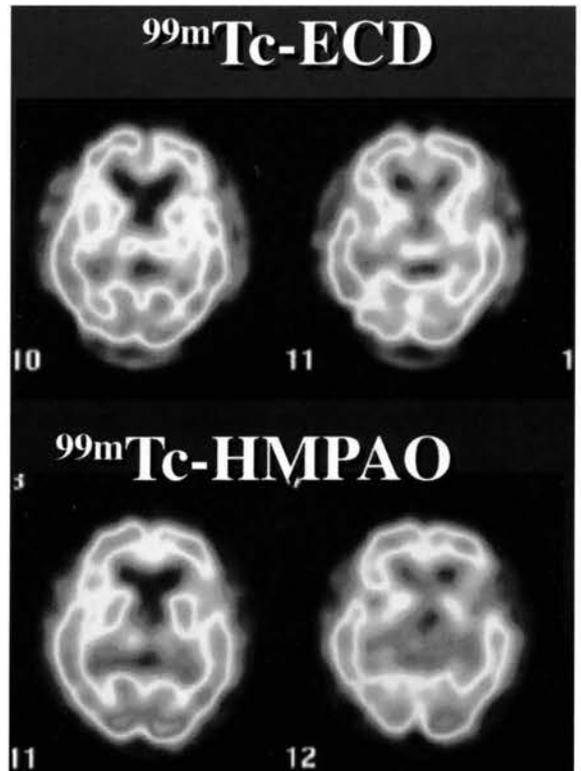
Tc-99m HMPAOおよびTc-99m ECDによる脳血流SPECTを示す。
